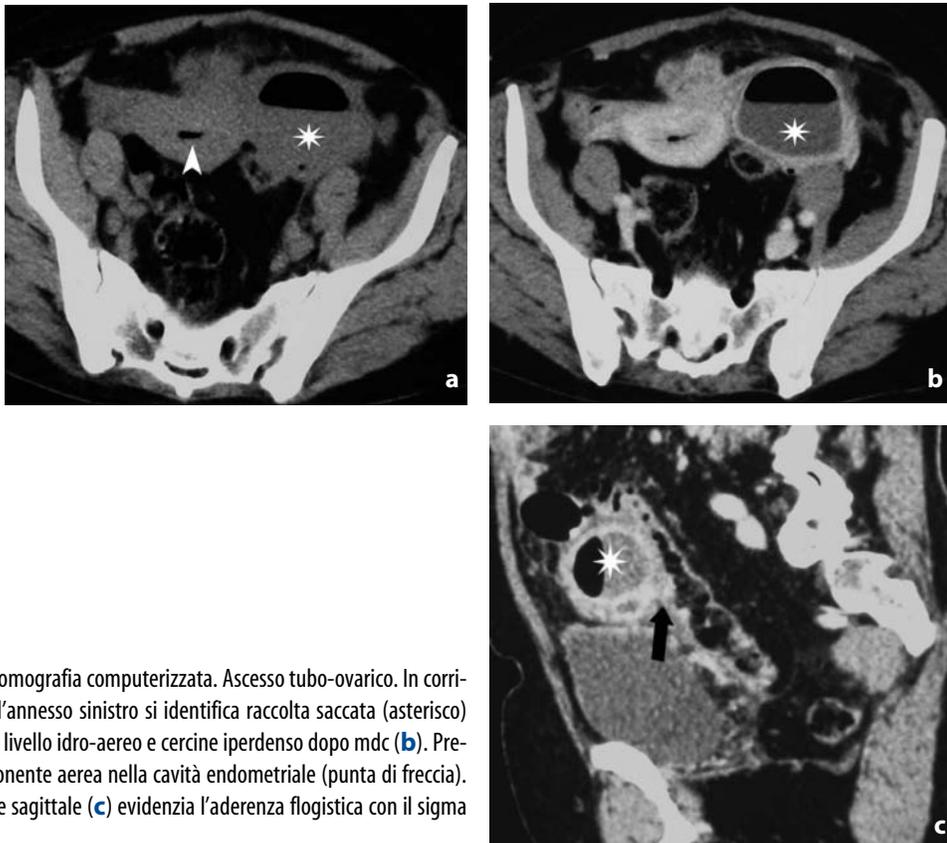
Tomografia computerizzata. Ascesso tubo-ovarico. In corrispondenza dell'annessino sinistro si identifica raccolta saccata (asterisco) con grossolano livello idro-aereo e cercine iperdenso dopo mdc (b). Presenza di componente aerea nella cavità endometriale (punta di freccia). La ricostruzione sagittale (c) evidenzia l'aderenza flogistica con il sigma (freccia)
